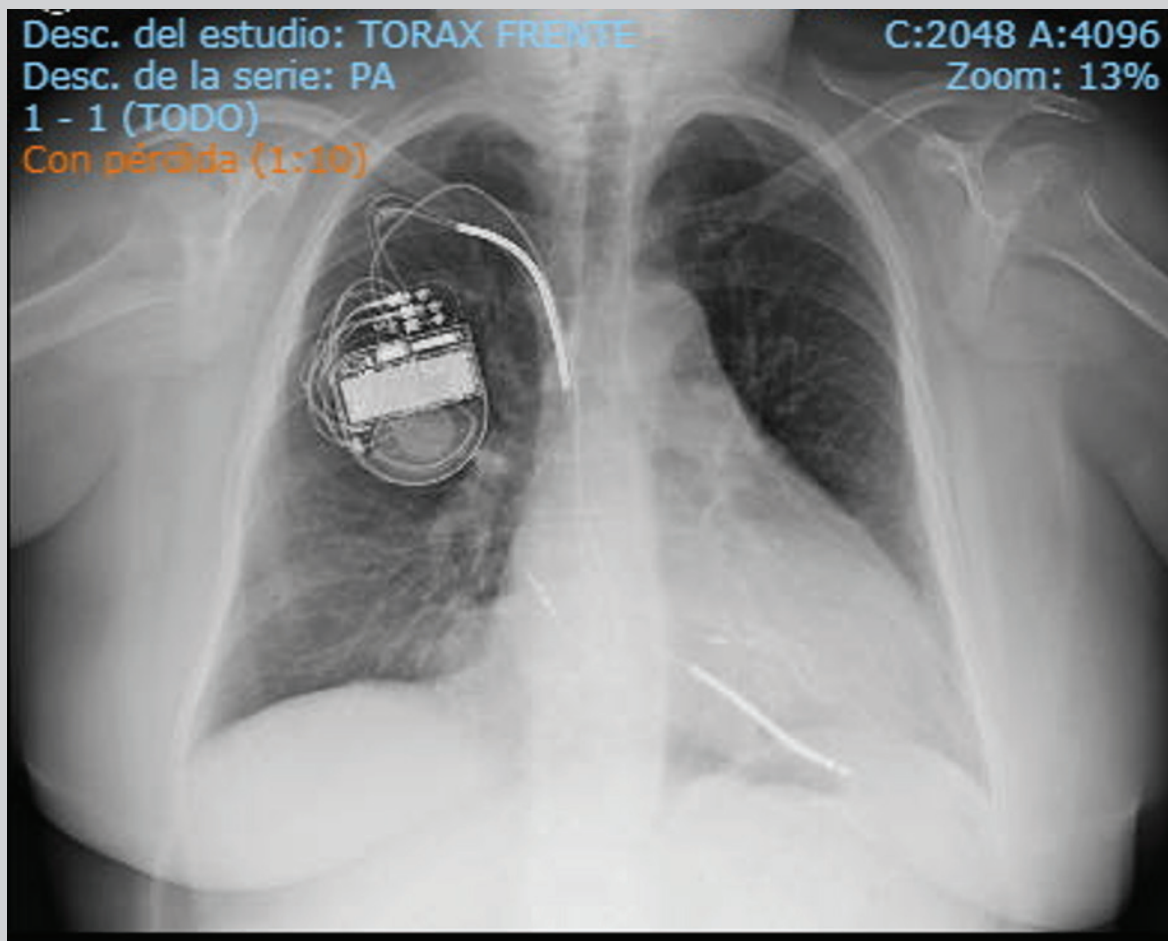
Radiografía de Tórax posterior a la extracción de catéteres donde se evidencia implante de nuevo dispositivo con TRC-D. Se observa catéter de CDI en ápex de VD, doble coil y fijación activa, catéter de estimulación en AD, y catéter para estimulación selectiva del Haz de His.
